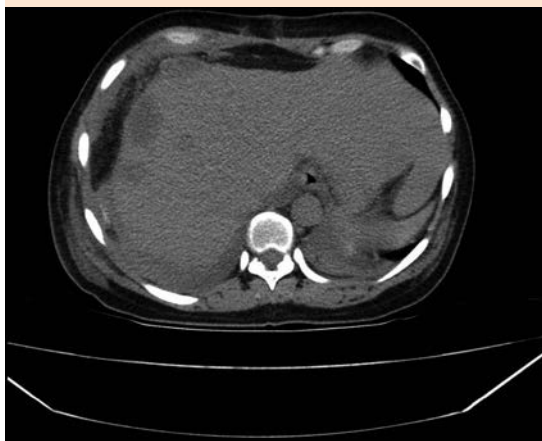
Tomografía axial computada abdominal pos-drenaje quirúrgico, que muestra hematomas hepáticos subcapsulares agudos y subagudos con disminución de tamaño.
